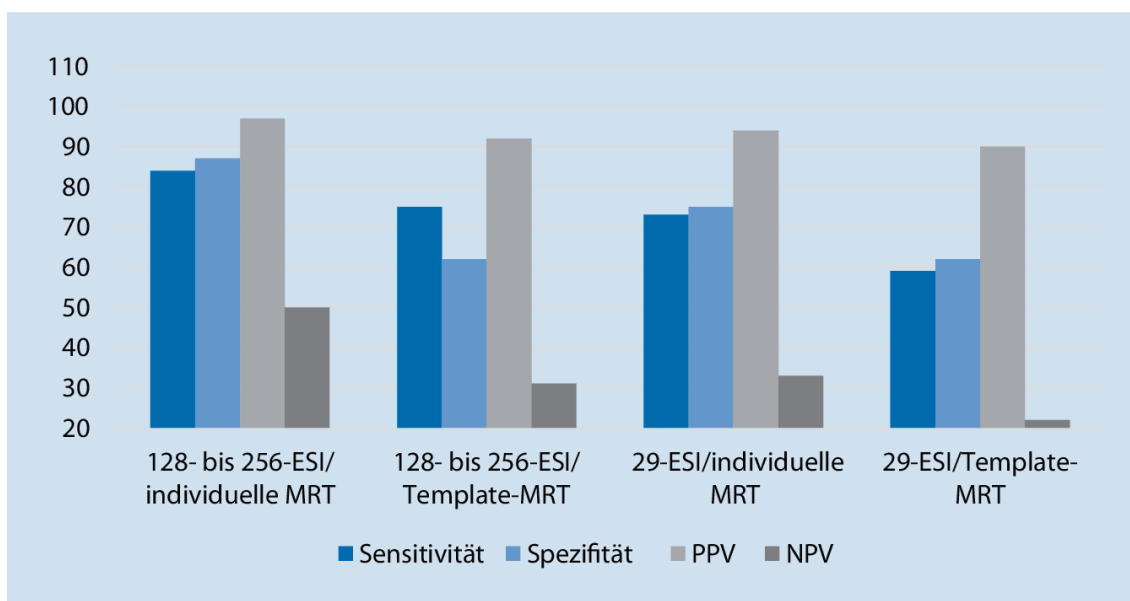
Vergleich von HD-EEG (128 oder 256 Elektroden) und „Standard“-EEG (29 Elektroden) mit individuellem MRT oder MRT-Template in Bezug auf die Quellenlokalisierung
